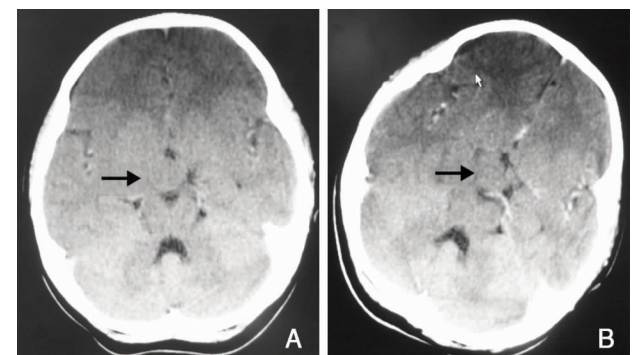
下丘脑错构瘤CT表现。(患者,女,5岁) A:平扫CT示鞍上池可见一圆形等密度结节影,密度均匀,边界清楚;B:增强扫描:病灶无强化。
